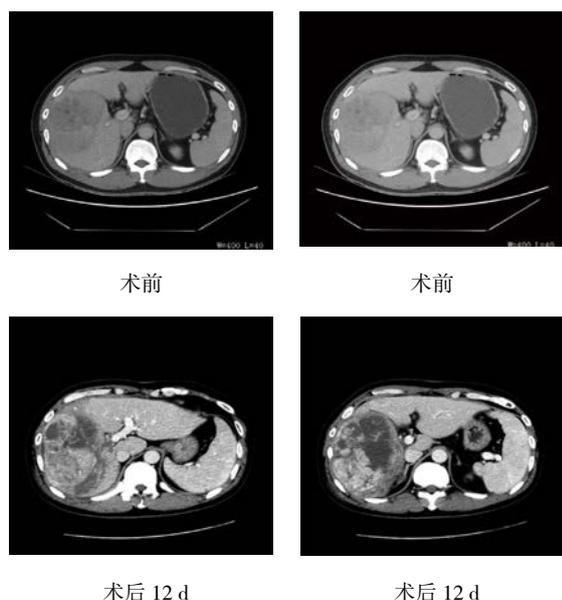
右半肝巨大肝癌患者术前和第 1 次手术后 12 d 同一层面 CT 影像
